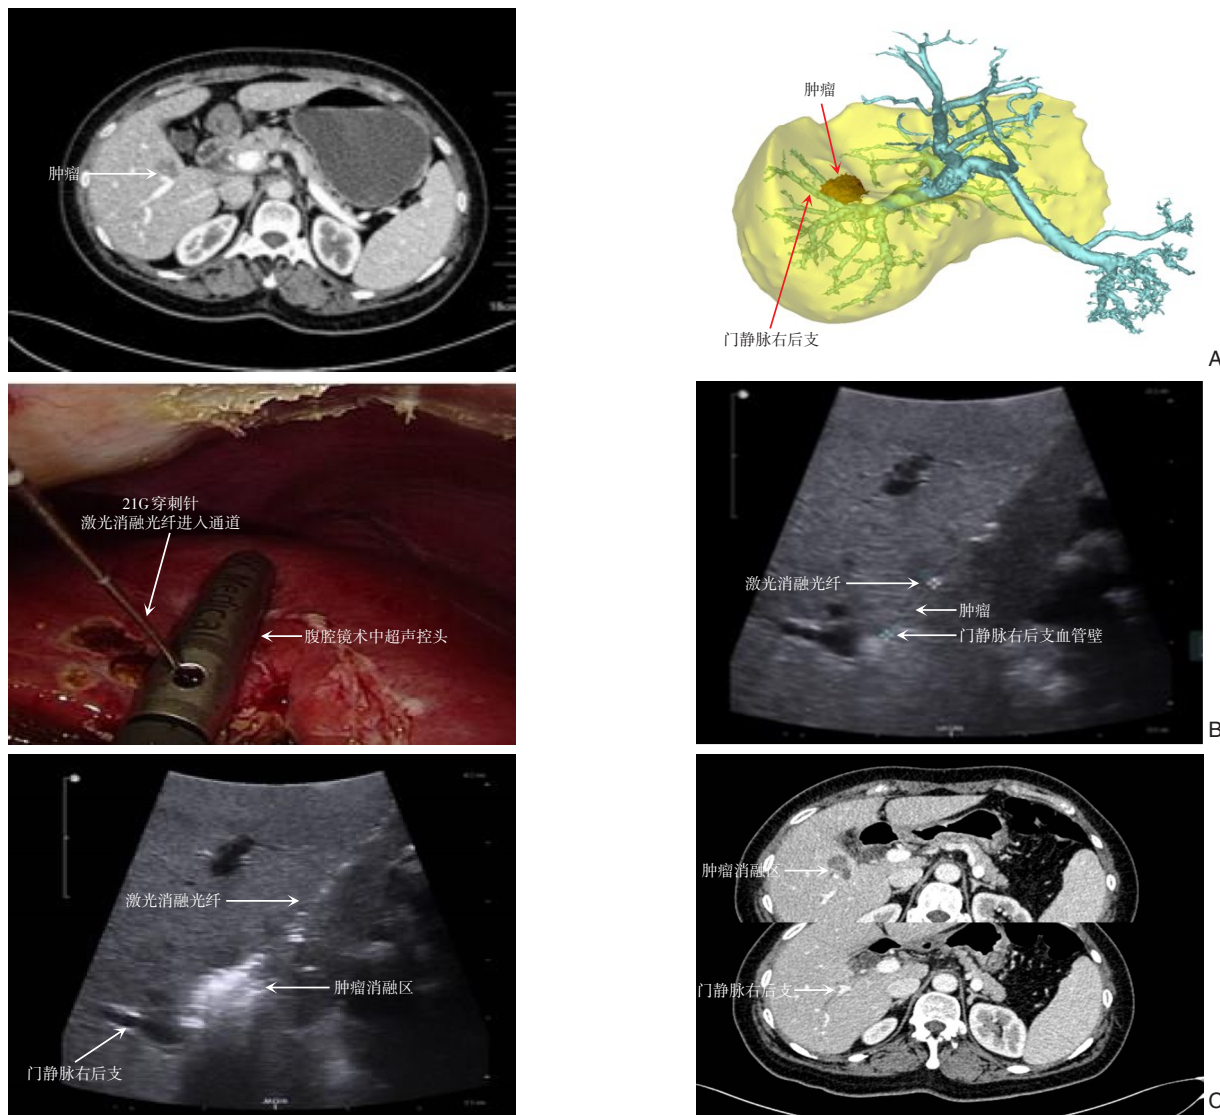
患者图片资料 A: 术前增强CT和3D重建, 显示肿瘤紧贴门静脉右后支; B: 腹腔镜超声导航下行穿刺肿瘤; C: 腹腔镜超声引导下LA术, 术后CT示肿瘤消融完全, 门静脉右后支连续性完好
